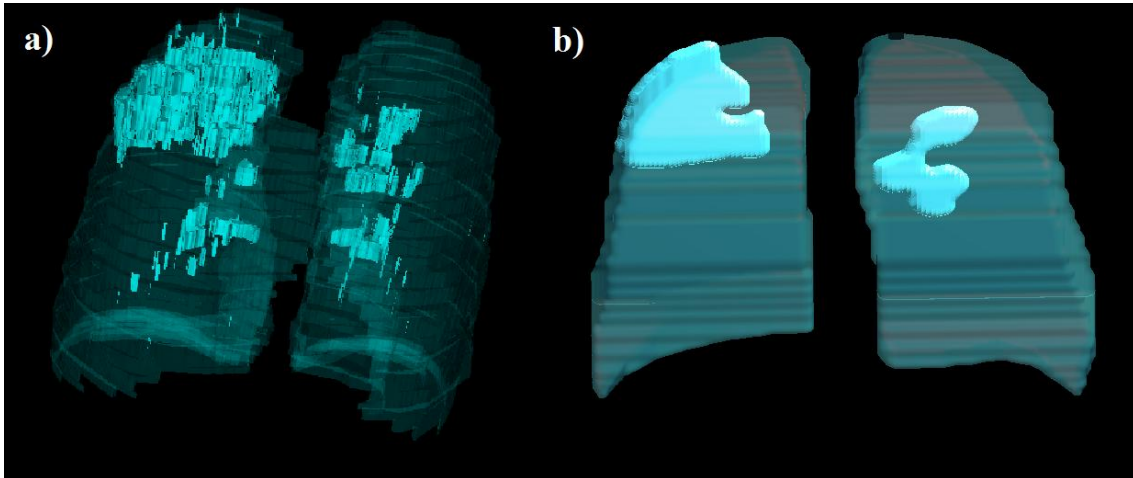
Representação 3D dos pulmões com regiões de comprometimento a partir de exames de (a) Tomografia Computadorizada e (b) raios X de tórax.
